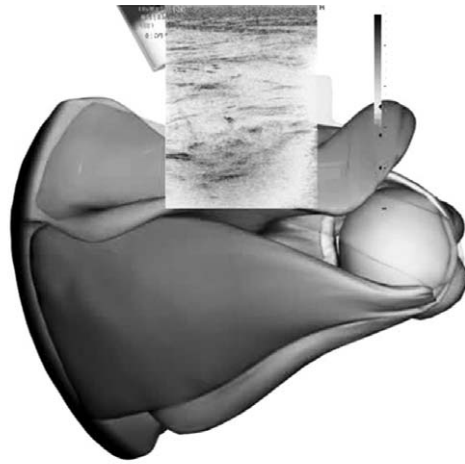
Ultrasound-guided injection of repaired-rotator cuff reveal hypochoic fluid.
